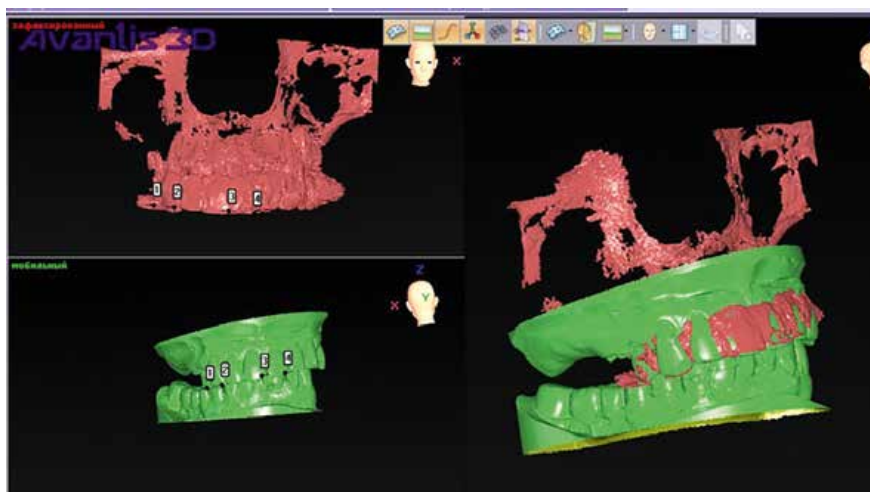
Сопоставленные компьютерная томография и сканы верхней и нижней челюстей.
